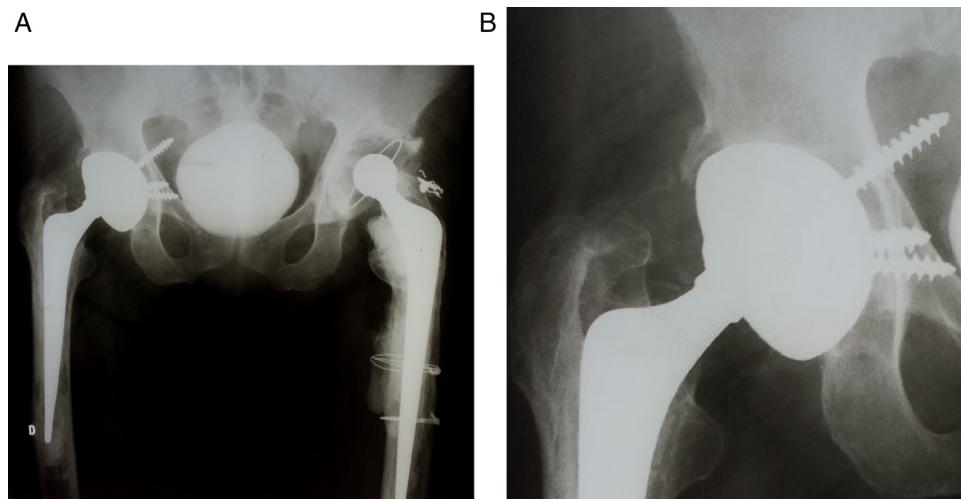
Imagens pré-operatórias da paciente. A, radiografia AP da bacia; B, detalhe do acetábulo.
